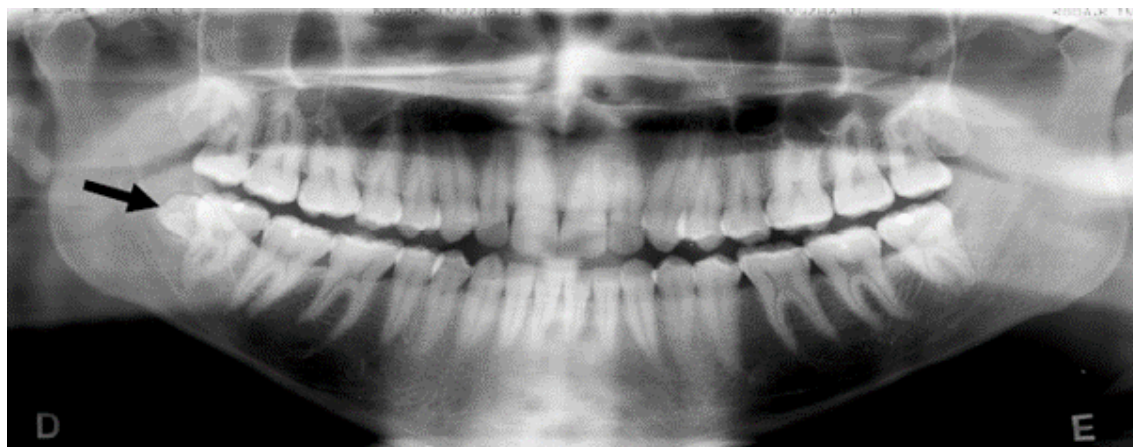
Radiografia Panorâmica, a qual se pode observar o quarto molar na região inferior do lado direito em posição transversal (indicado pela seta).
